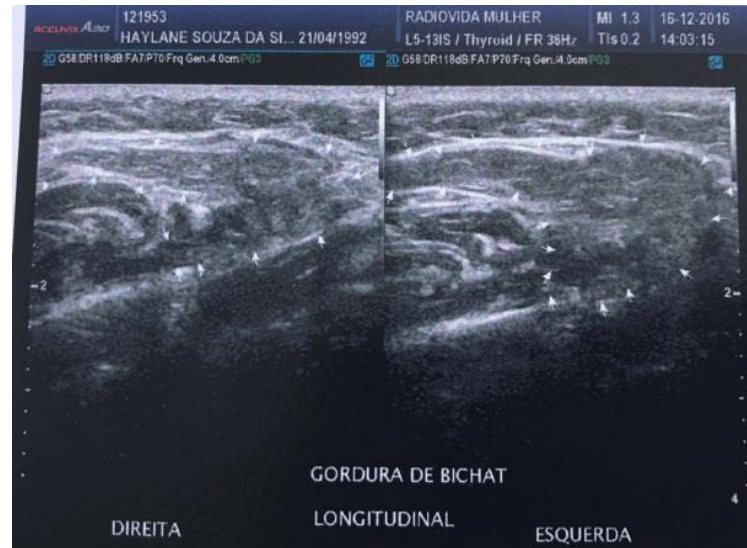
Ultrassonografia das bochechas
